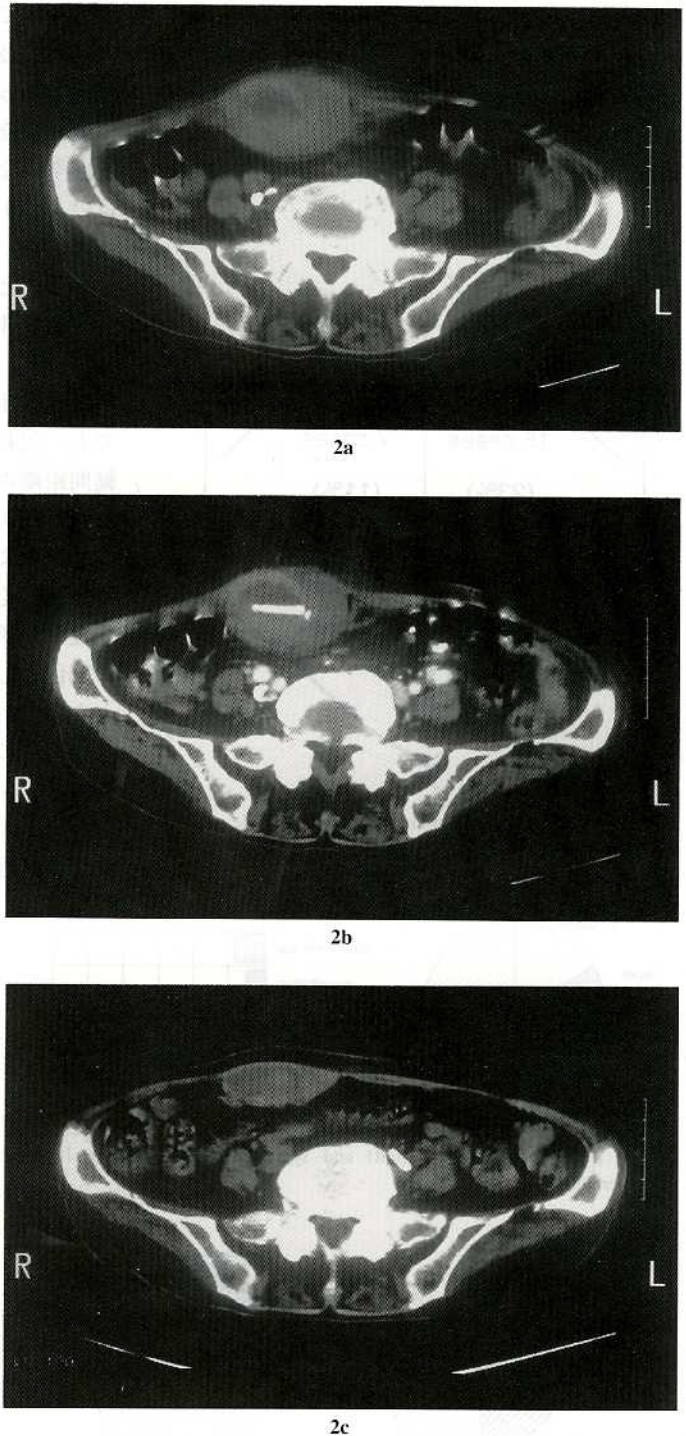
Computed tomography scans of the abdomen.
